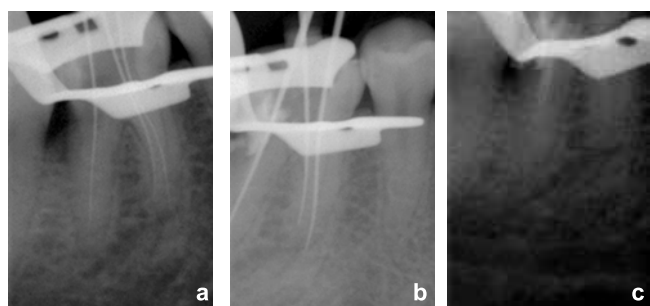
Внутриротовая прицельная рентгенограмма на этапах работы: а – определение рабочей длины корневых каналов; б – МТА позиционирован в зоне резорбции в коронковой части полости зуба; с – МТА позиционирован в области резорбции в дистальном канале
